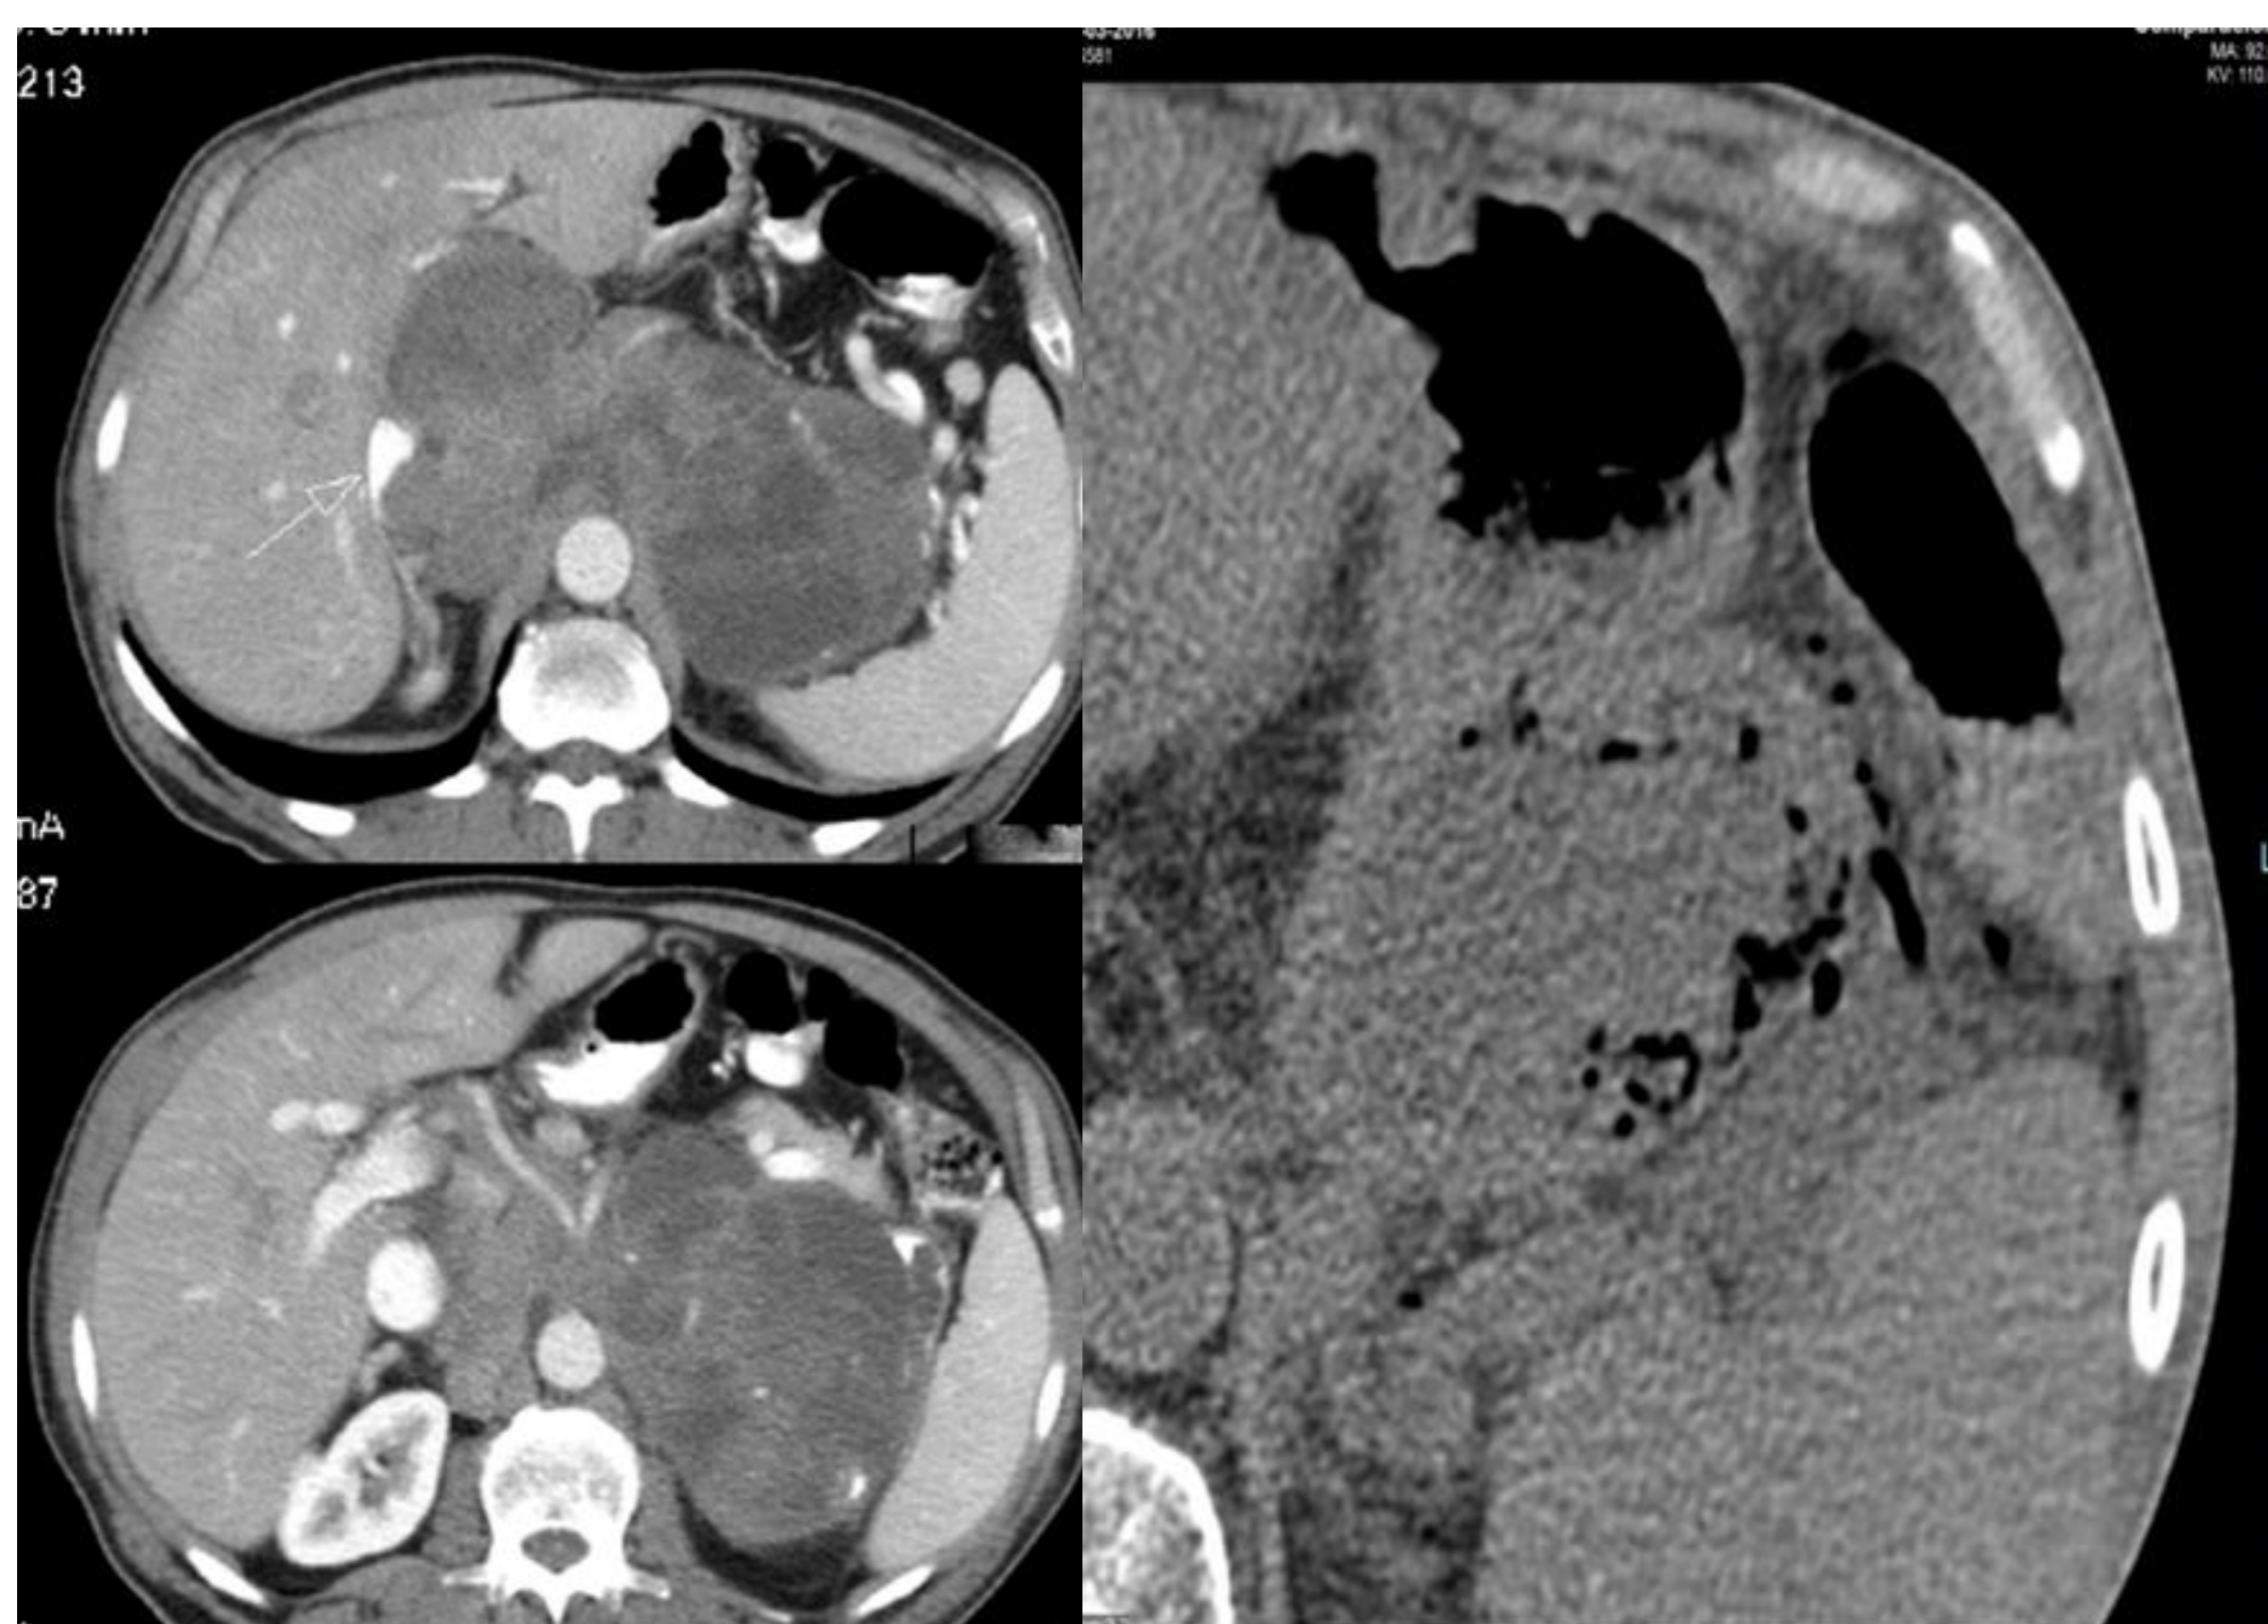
Sarcoma retroperitoneal con infiltración del TC. Neumatosis en la pared gástrica
